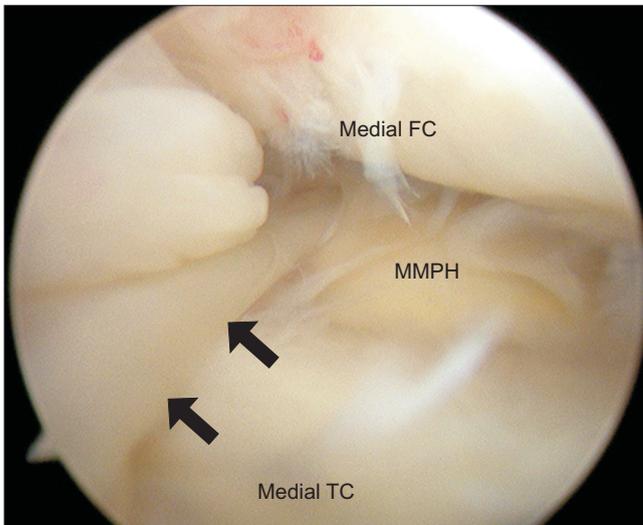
Arthroscopic findings show a code like structure on the tibial spine from the anterior horn of the medial meniscus to the posterior one of the medial meniscus and anchored to the posterior horn of the medial meniscus into a hole. Medial FC, medial femoral condyle; Medial TC, medial tibia condyle; MMPH, medial meniscus posterior horn.
